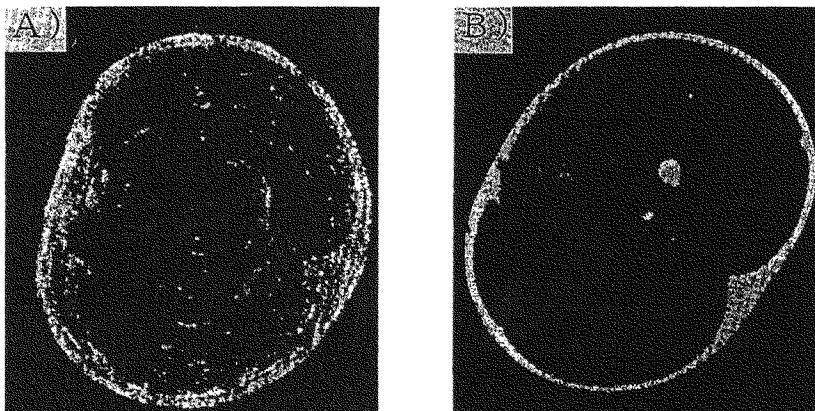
大腿部の横断面画像 (A:本システムによる画像, B: MRI画像)
